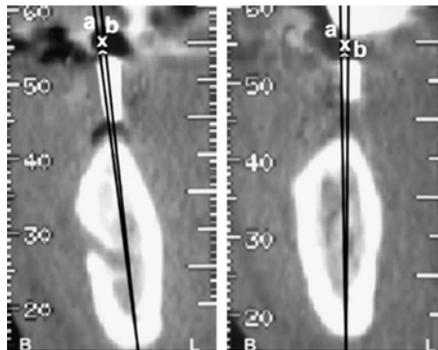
Acercamiento de la TAC.
